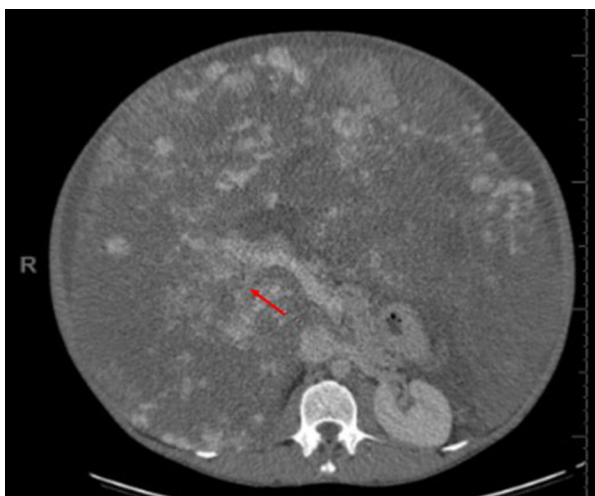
Compresión vascular a nivel de la bifurcación portal (flecha), visto en la TC abdominal con contraste.
